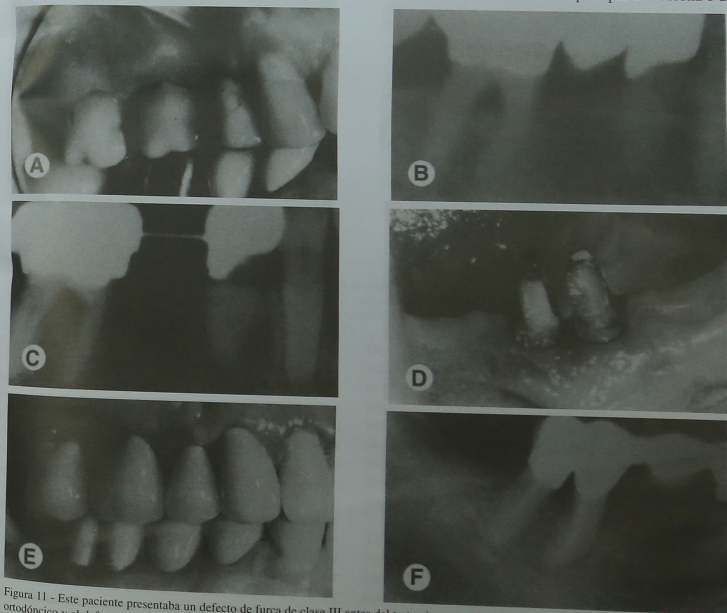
Este paciente presentaba un defecto de furca de clase III antes del tratamiento ortodóncico (A y B). Se realizó el tratamiento ortodóncico y el defecto de furca fue mantenido por el periodoncista con revisiones cada dos meses hasta el final del tratamiento ortodóncico (C). Después de retirar los aparatos, se hemiseccionó el diente (D) y se restauraron las raíces, ferulizándolas juntas (E). La radiografía periapical final (F) muestra que el defecto de furcación había sido eliminado al hemiseccionar y restaurar los dos fragmentos radiculares.
